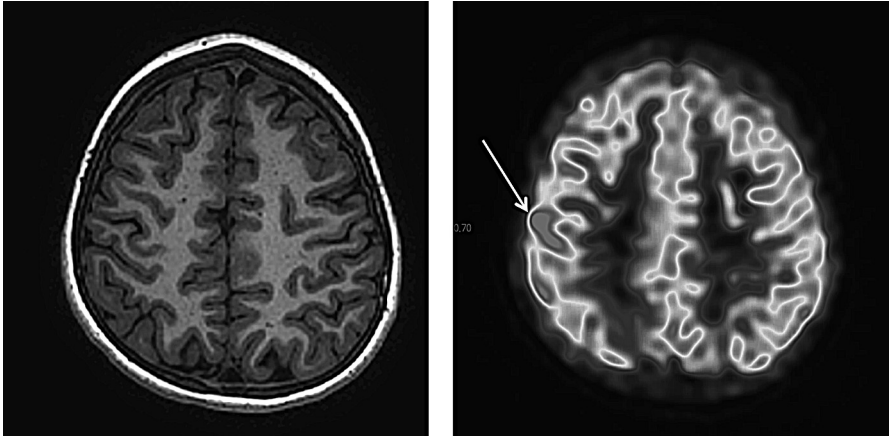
8 ans. Anomalies électriques fronto-pariétales droites. Fourmillements main gauche, IRM morphologique normale. Hyper perfusion localisée en ADL (flèche, infra clinique).
